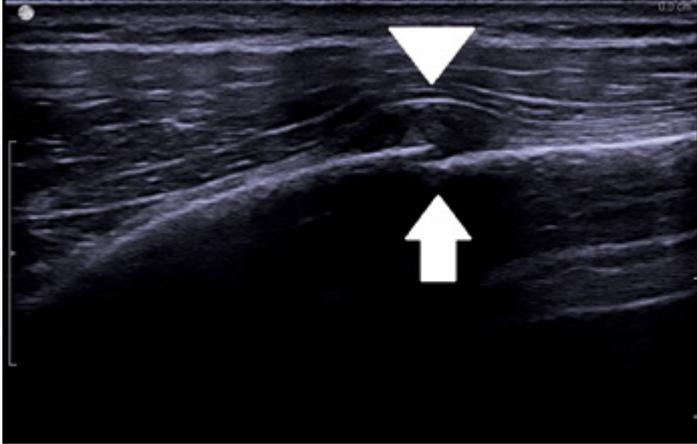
Sonografische Längsdarstellung (Schallkopf 7.5 MHz) der betroffenen zweiten Rippe rechts. Unterbrechung der Kortikalis (Pfeil) und Weichteilhämatom (Pfeilspitze).
